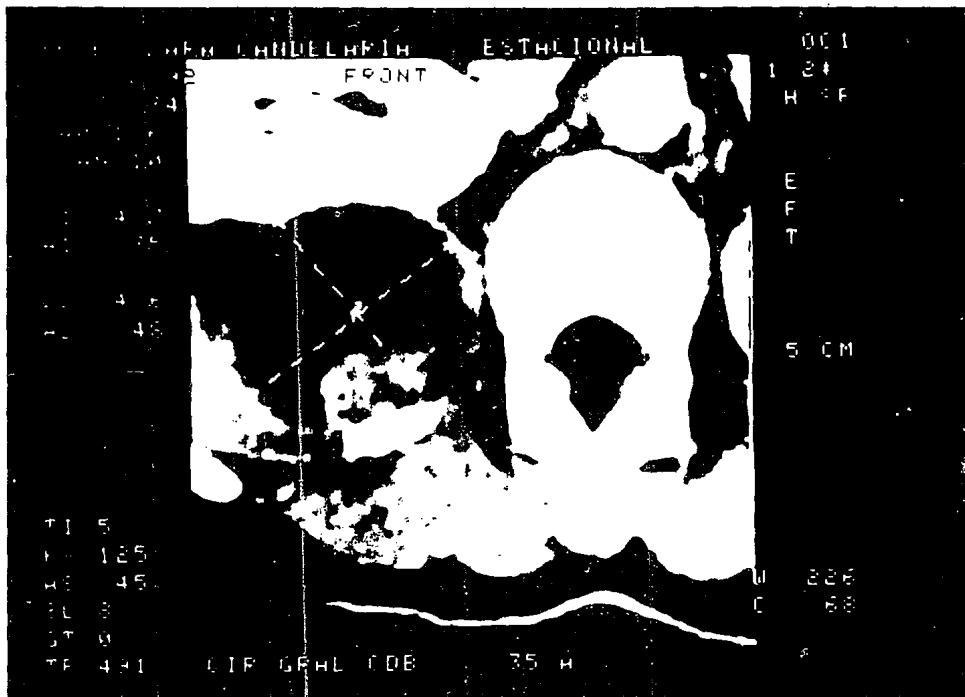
Tomografía computada de la base del cráneo, en y se muestra un tumor localizado en la región paravertebral, derecha. 52
